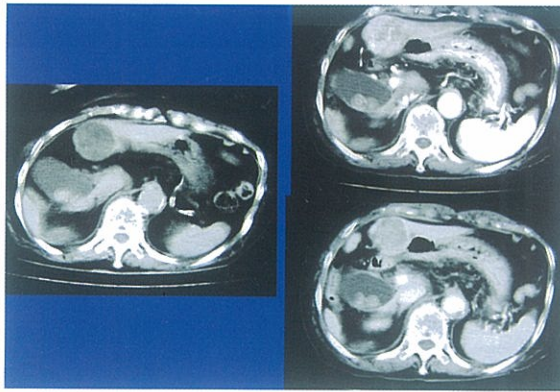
(症例1); 初回入院時の腹部CT
